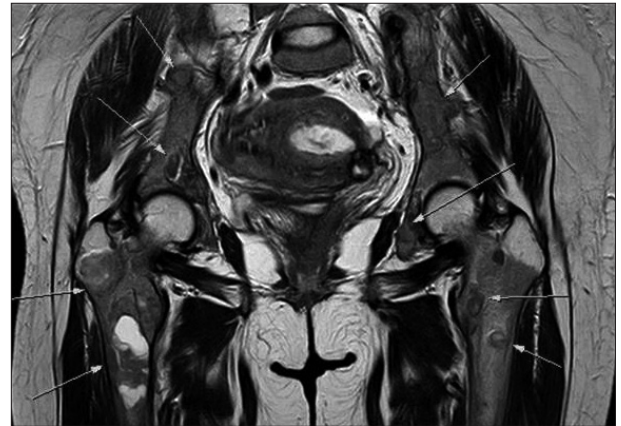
Magnetic resonance imaging(T2-weighted image) of Brown tumor. T2-weighted image of coronal MRI lower lumbar spines, sacrum, both pelvic bones, and both femoral, which were enhancing lesions(arrows).
